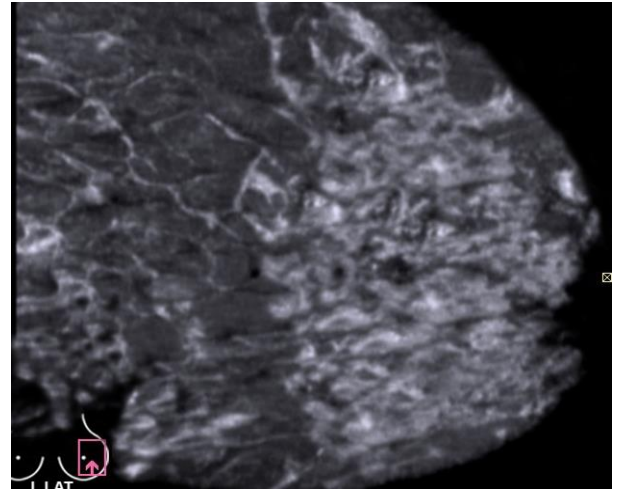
6Б Сонотомограмма левой молочной железы. Боковой латеро-медиальный срез.
